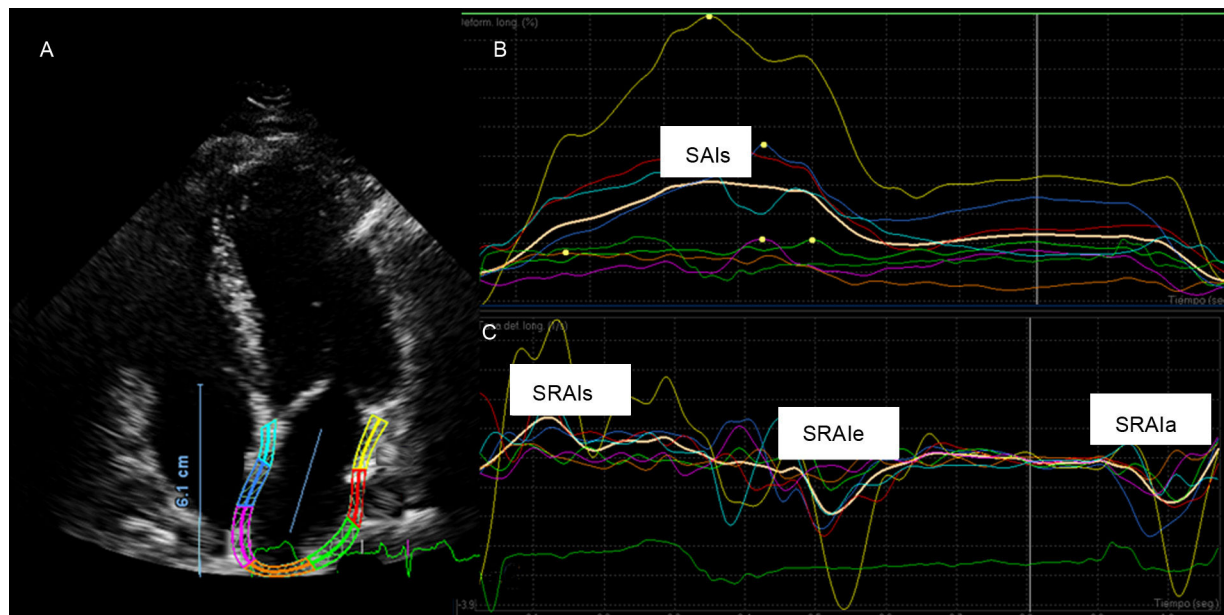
Perfiles de *strain* de la aurícula izquierda medidos con el dispositivo Qlab (Philips). A: ecocardiografía bidimensional en proyección apical de cuatro cámaras; el borde endocárdico de la aurícula izquierda se trazó manualmente con la técnica de apuntar y hacer clic. B: *strain* longitudinal general de la aurícula izquierda. C: ondas de *strain rate* de la aurícula izquierda durante la sístole ventricular; SAIs: *strain* general de la aurícula izquierda; SRAIa: *strain rate* de la aurícula izquierda durante la diástole tardía/contracción auricular; SRAIe: *strain rate* auricular durante la fase temprana del llenado ventricular; SRAIs: *strain rate* de la aurícula izquierda durante la sístole ventricular.
